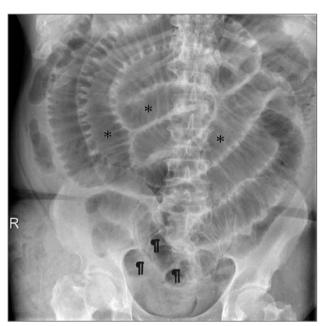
En esta radiografía de abdomen realizada una hora después, se ve como el asa incarcerada empieza a tener menos luminograma (¶), y como se hace muy evidente la dilatación de las asas de yeyuno e ileon (*).
